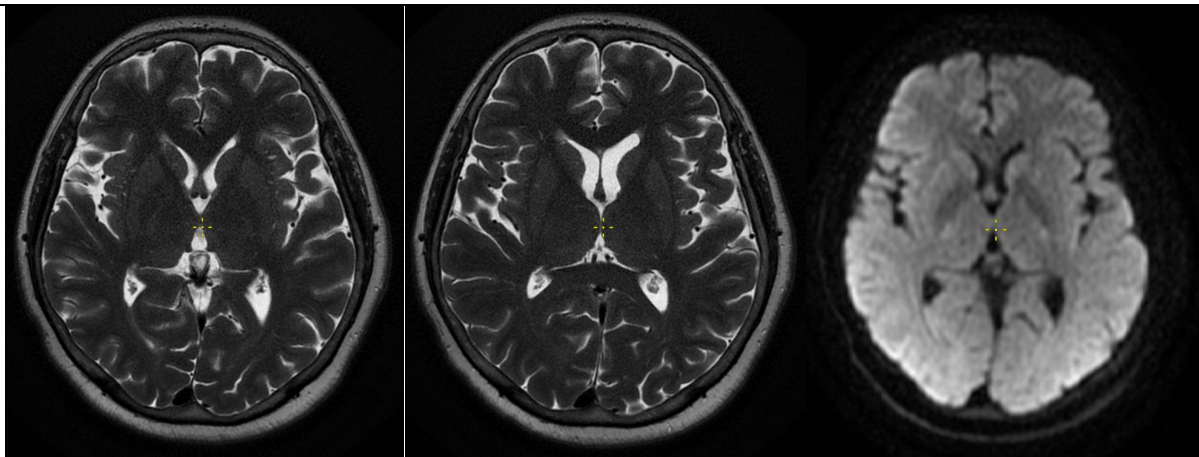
Предоперационная МРТ головного мозга.
